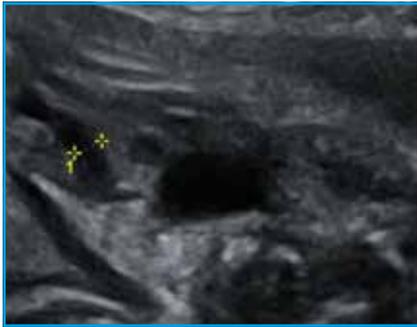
Uretère dilaté (diamètre 4,5 mm) avec une activité fluctuante caractérisée par des modifications de forme et de taille pendant le même examen ultrasonore.
